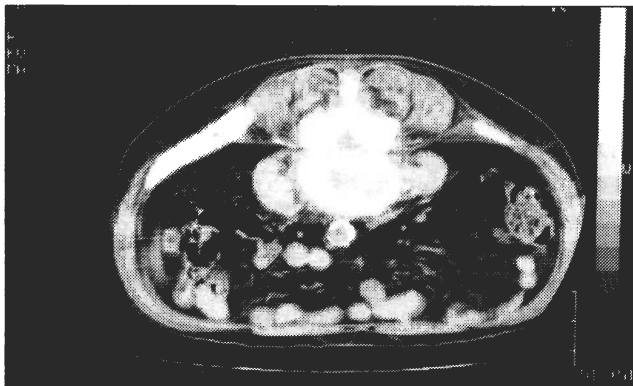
Aspecto da TAC da coluna lombar onde se apreciam a destruição do corpo vertebral de L4 e a presença de abscesso do psoas
